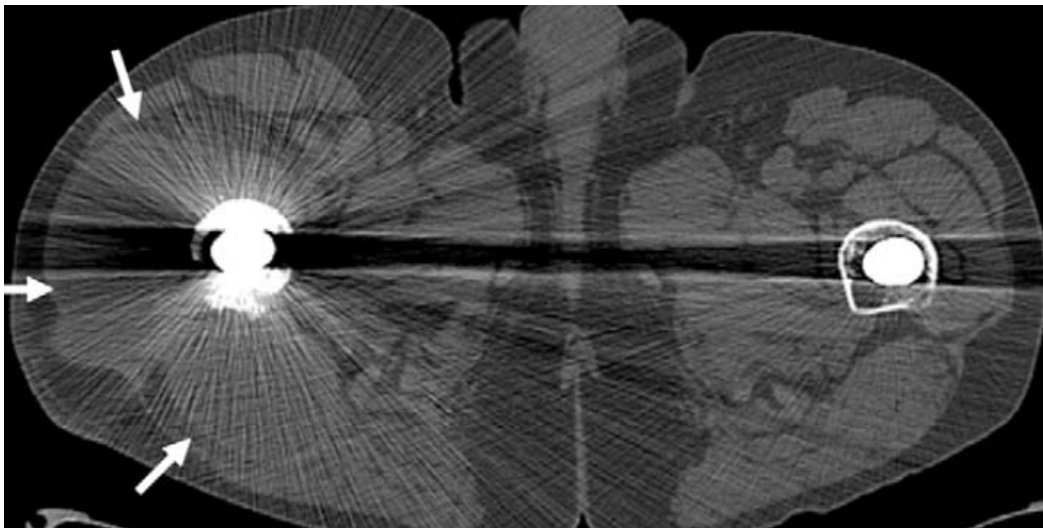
TDM de la hanche droite d'un patient de 61 ans porteur d'une prothèse totale de la hanche douloureuse, montrant une volumineuse collection dans les parties molles péri-fémorale . le sepsis a été confirmé lors de la ponction aspiration
